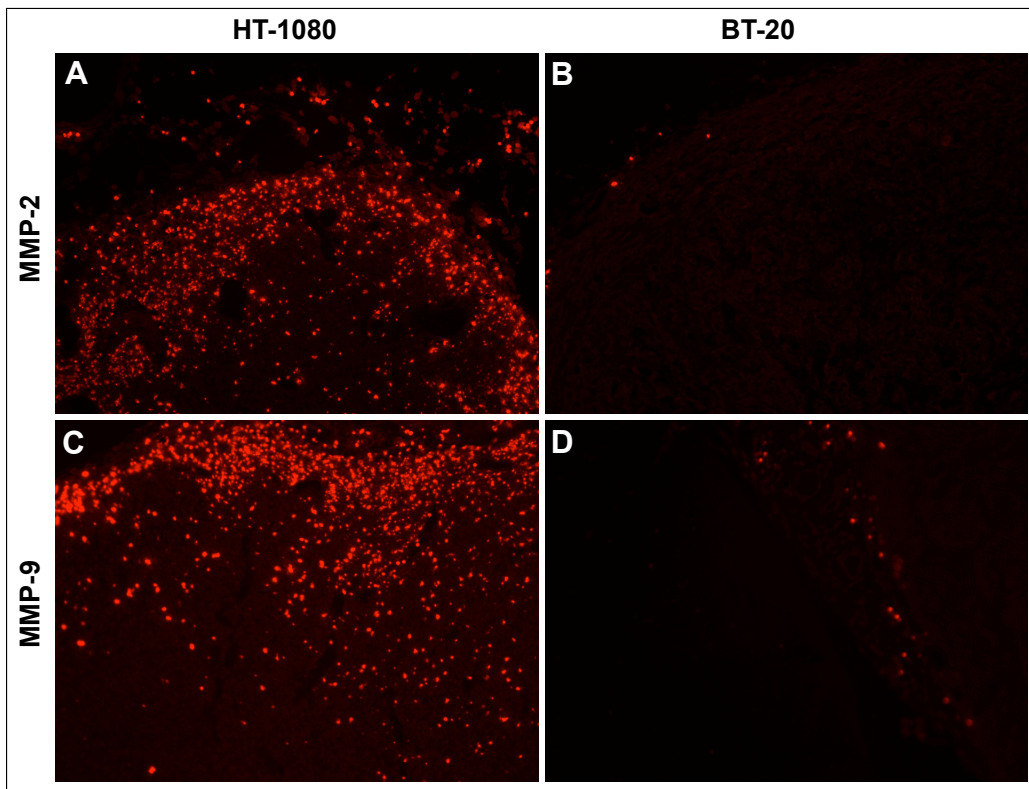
Expressionsanalyse von MMP-2/9 im Tumorgewebe. Antikörperfärbung von Gefrierschnitten gegen Anti-MMP-2 (A, B) und Anti-MMP-9 (C, D). Der MMP-positive Tumor HT-1080 (A, C) zeigt eine stärkere Expression des Targets als der MMP-negative Tumor BT-20 (B, D). 200fache Vergrößerung.
